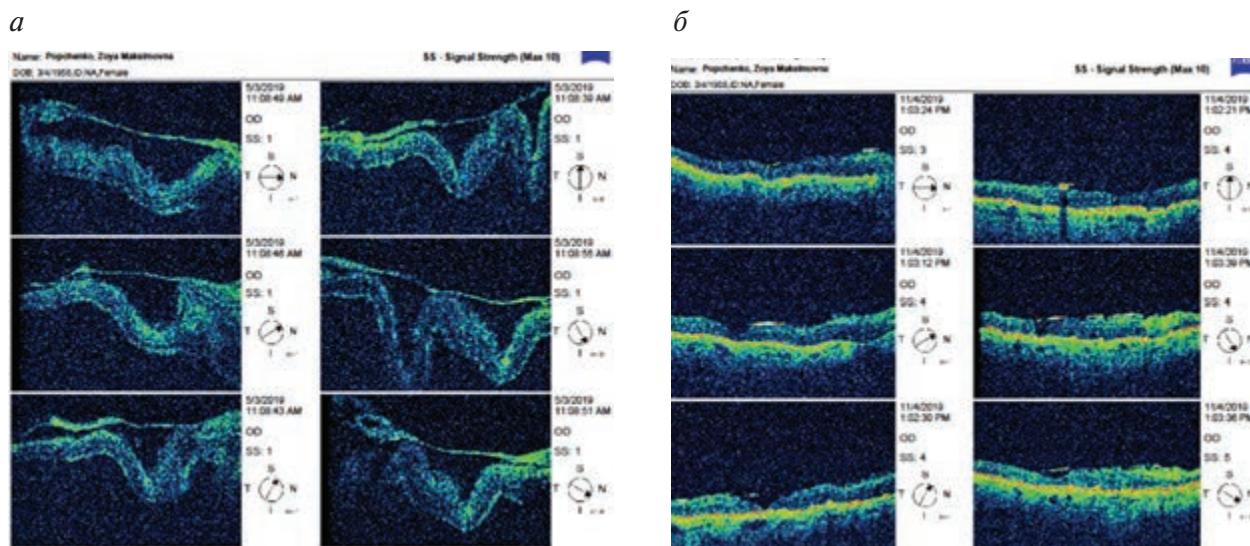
Оптическая когерентная томограмма глазного дна пациента П. с тракционной отслойкой сетчатки при пролиферативной диабетической ретинопатии при сахарном диабете 2-го типа:
